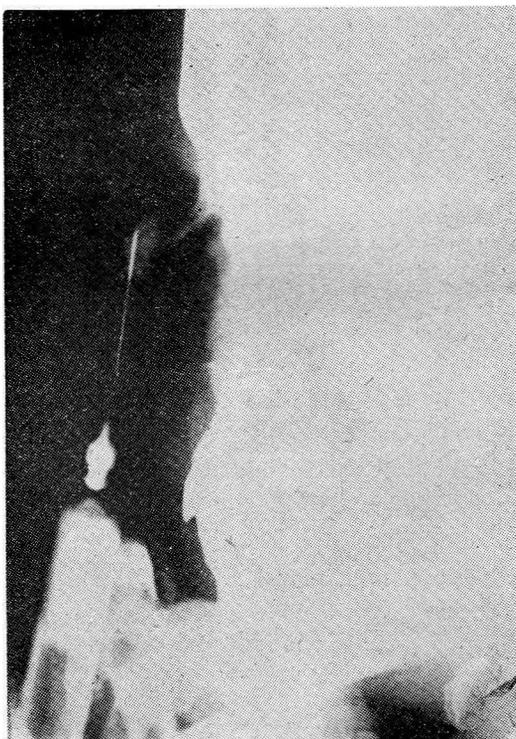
Radiografía contrastada de un quiste dermoide nasal, por inyección de lipiodol. Obsérvese el escaso desarrollo óseo del área, y la ubicación del quiste.
